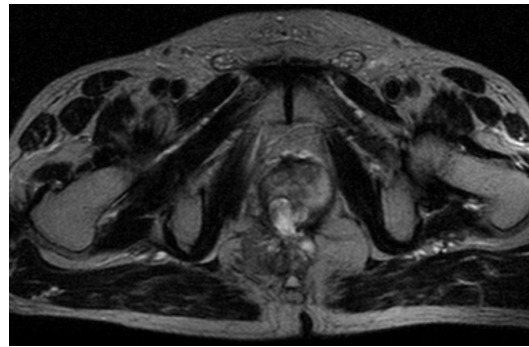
МРТ. T2W. Аксиальная плоскость сканирования. Рак предстательной железы с инфильтративным поражением параректальной клетчатки и инвазией правой m. levator ani
